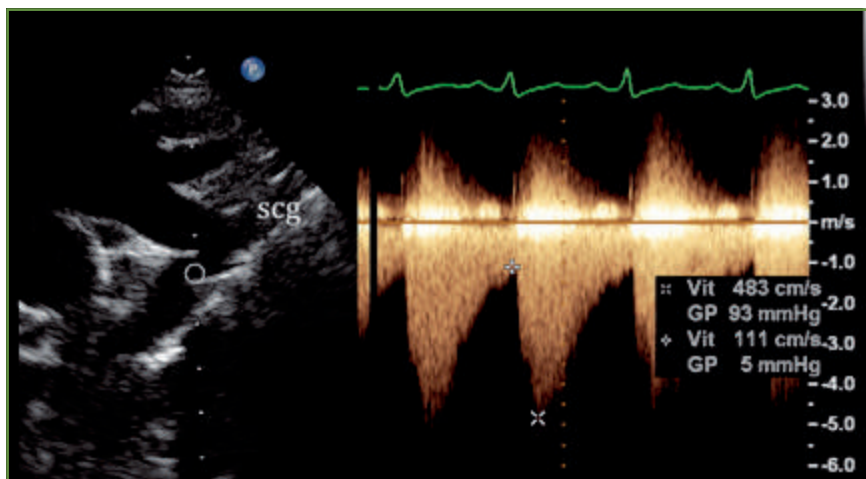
Coarctation native de l'aorte chez une patiente de 20 ans. L'échographie en 2D montre un rétrécissement isthmique juste après le départ de l'artère sous-clavière gauche (SCG). Le flux Doppler est caractéristique d'un obstacle serré avec un flux télédiastolique supérieur à 1 m/s.
